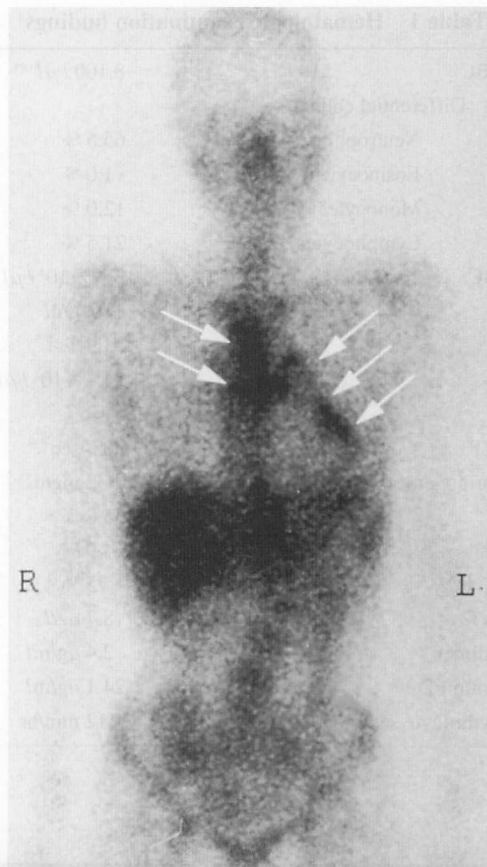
Gallium scintigram on admission
